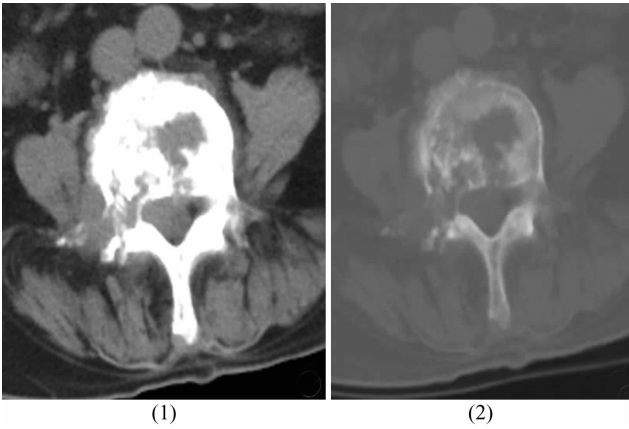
L<sub>5</sub> 椎体及附件恶性纤维组织细胞瘤 CT 片
